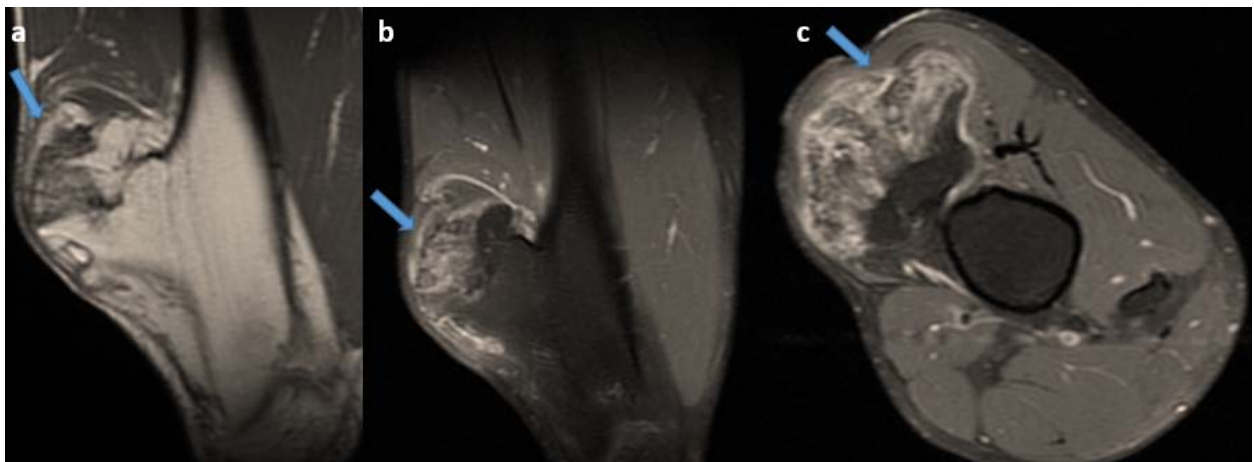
Coupes IRM en pondération T1 sagittale (a), T2 FATSAT sagittale (b) et axiale (c) de la cuisse droite : Transformation maligne d'une exostose.
